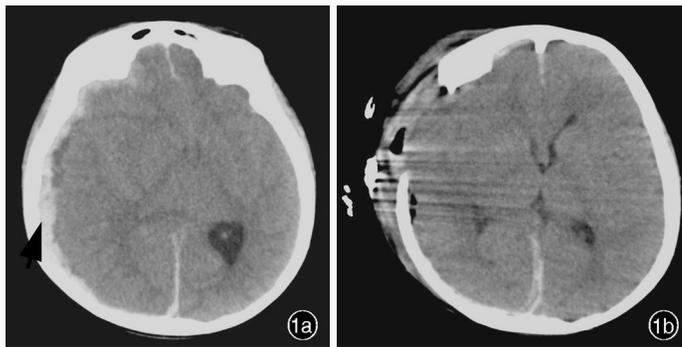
手术前后头部CT检查所见 1a 术前横断面CT显示,右侧额颞顶叶硬膜下血肿,蛛网膜下腔出血(箭头所示),中线结构明显向左偏移 1b 术后横断面CT显示,颅内血肿清除和减压效果满意
